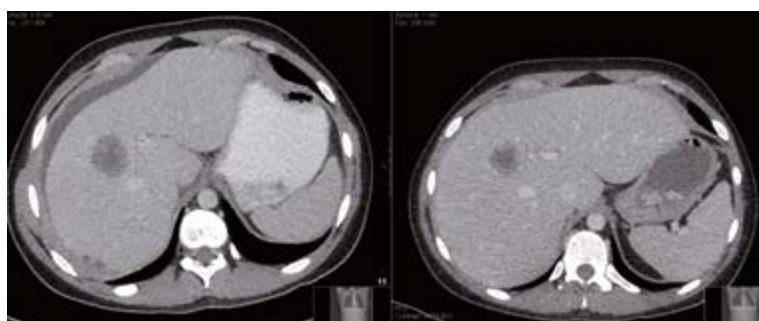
computertomographische Verlaufsbildgebung einer Lebermetastase nach zwei Zyklen/Monaten Chemotherapie
